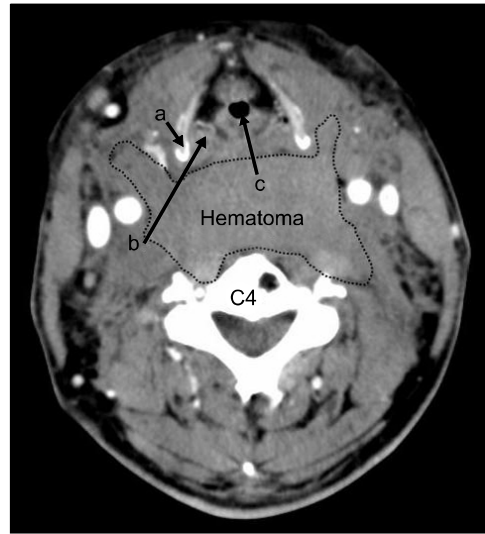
The CT scan of the neck shows the compression of larynx by huge hematoma on the supraglottic area, a: thyroid cartilage, b: arytenoid cartilage, c: larynx.
